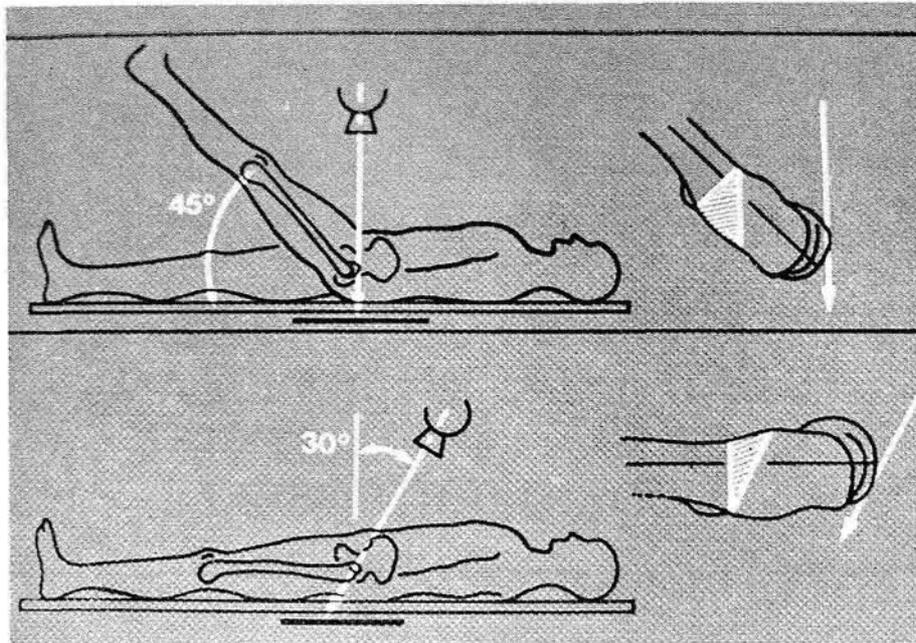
Las radiografías tangenciales de Schneider.
